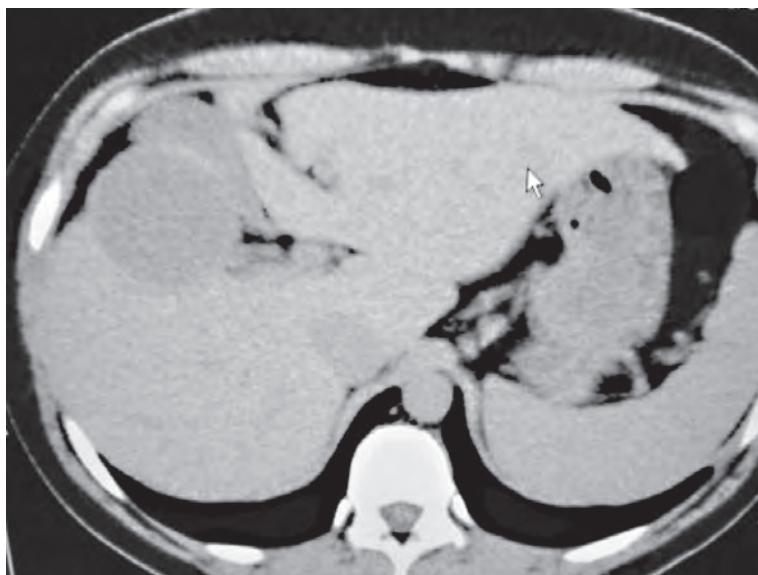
Компьютерная томография эхинококковой кисты печени.
